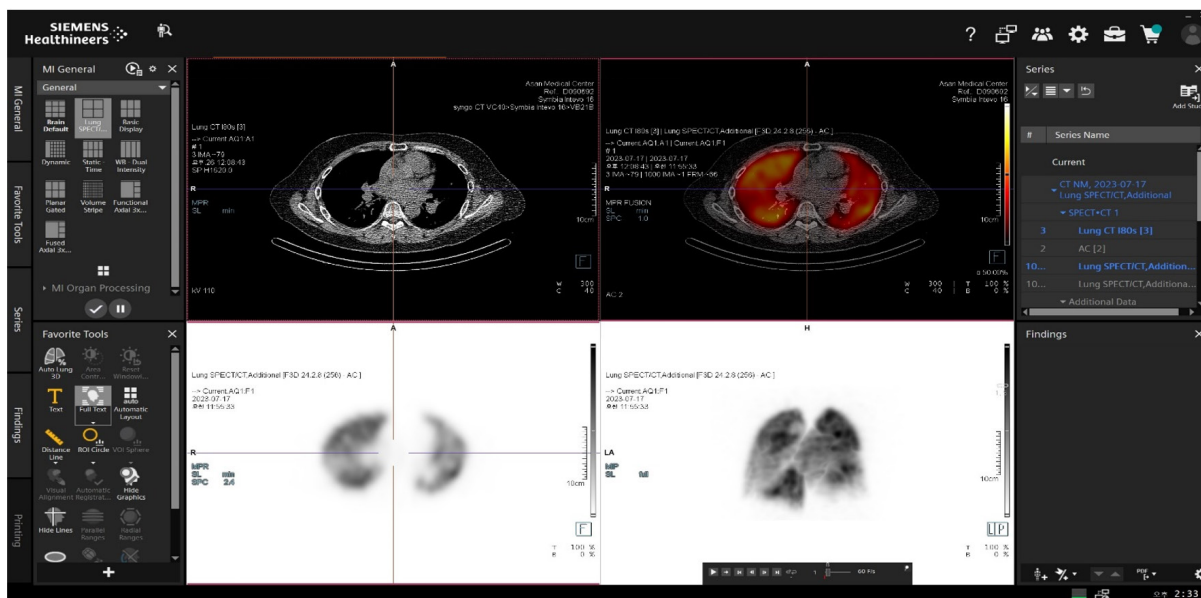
This is Syngo.via's Auto lung 3D Program. This image shows the process of segmenting lung lobes in 3D using CT and SPECT images.
